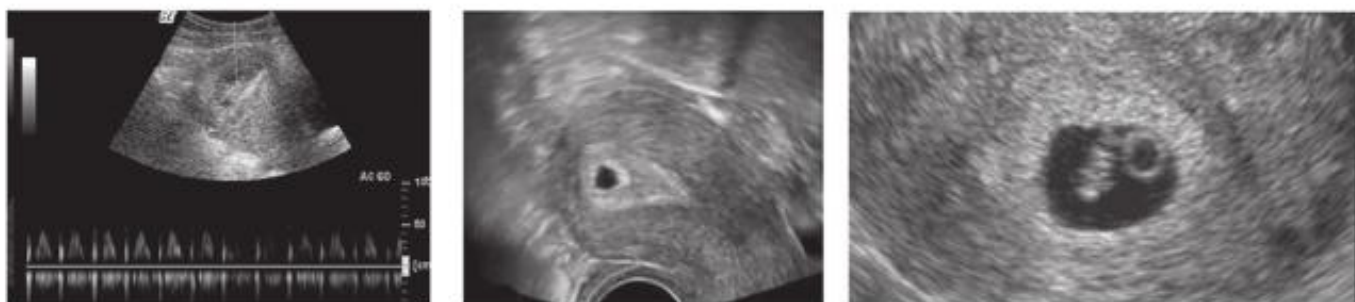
Échographies du sac gestationnel (double couronne), de la vésicule vitelline et embryon et avec embryon et Doppler ACF.
